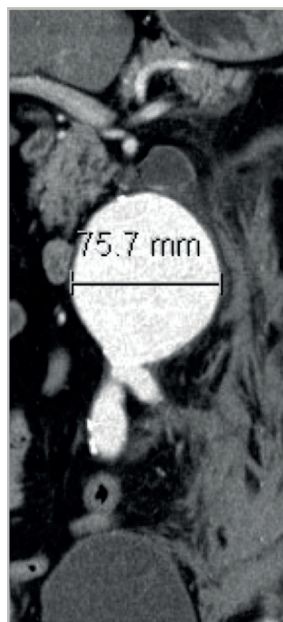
10. Endofuga Tipo V. Cortes coronales de TC con 6 meses de diferencia, demuestran aumento en el diámetro del aneurisma secundario a endopresión.
